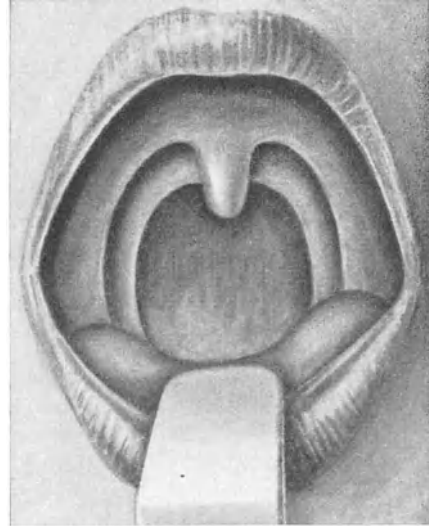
Derselbe Patient nach Röntgen- und Radiumbehandlung ausgeheilt, November 1924. Lebt symptomfrei seit 4 Jahren.
